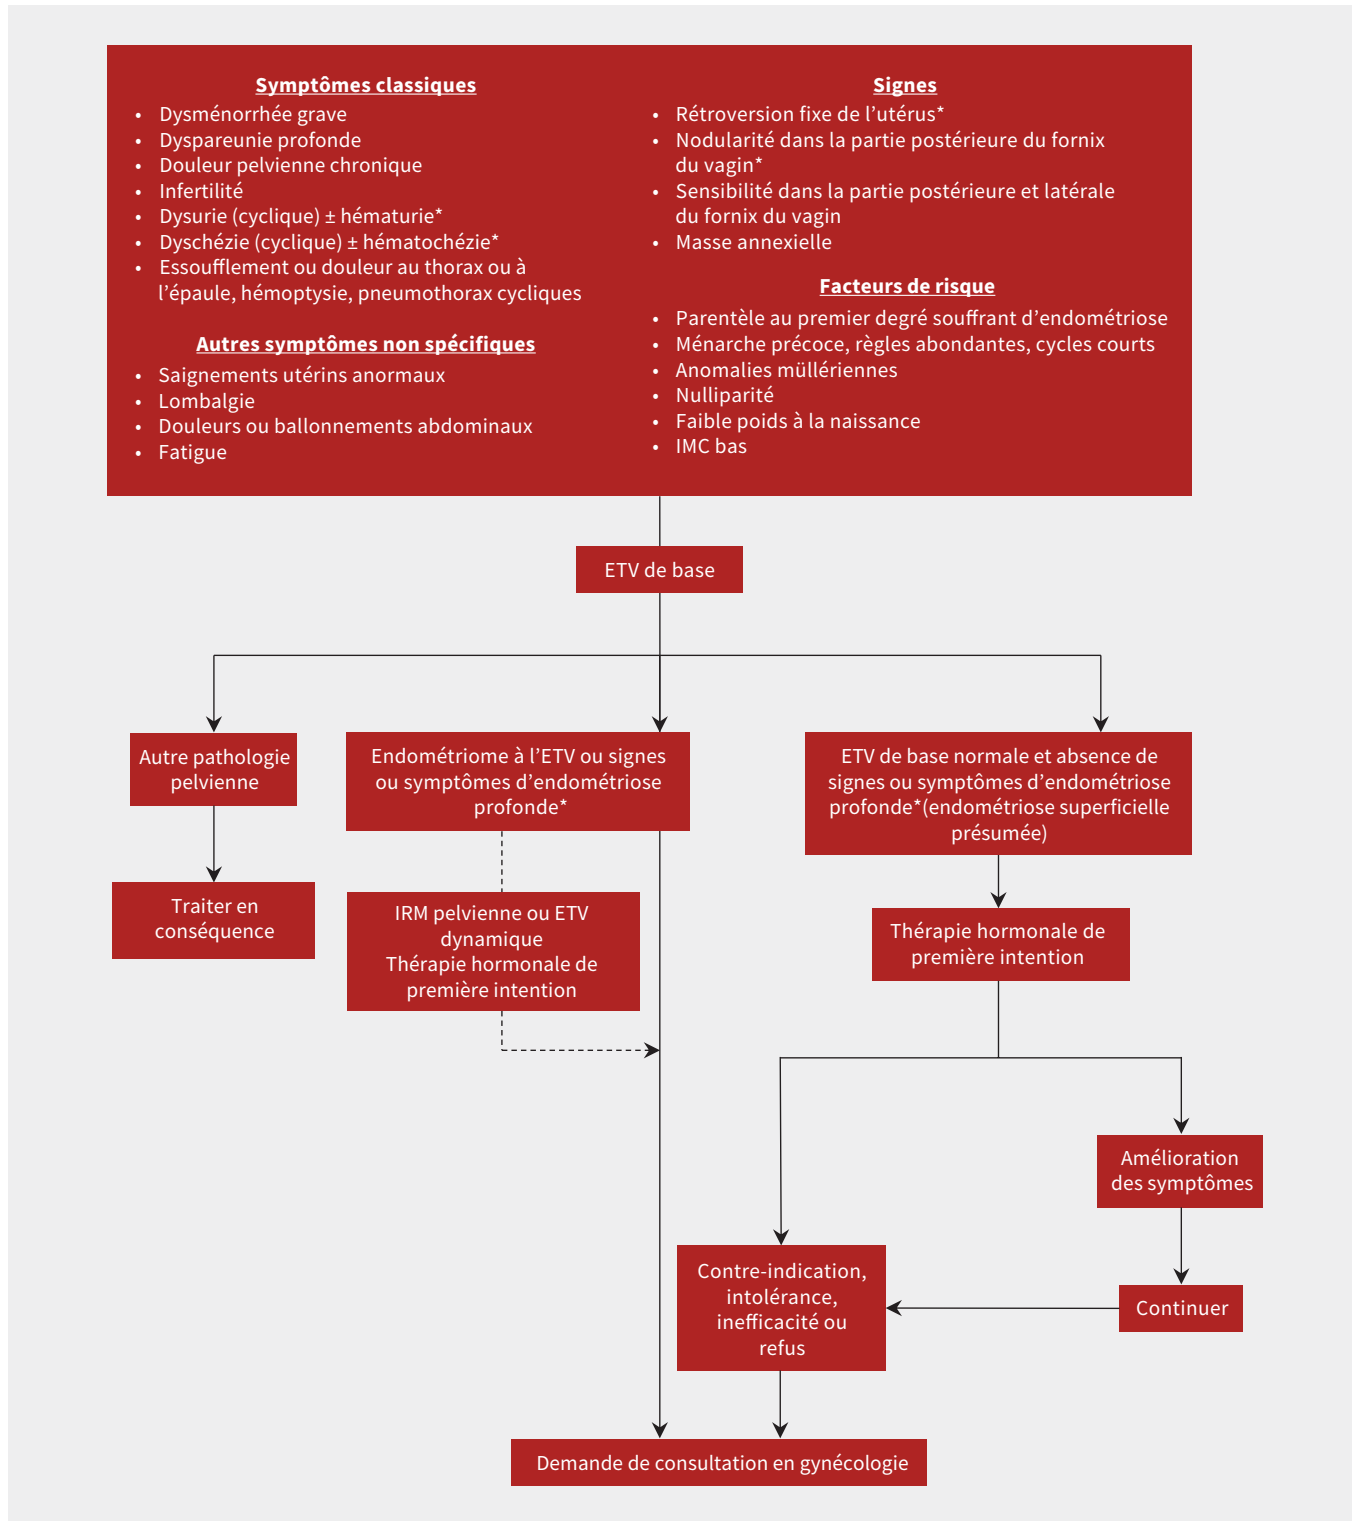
Diagnostic et thérapie de première intention de l'endométriose. *Endométriose profonde présumée. Remarque : ETV = échographie transvaginale, IMC = indice de masse corporelle, IRM = imagerie par résonance magnétique.
